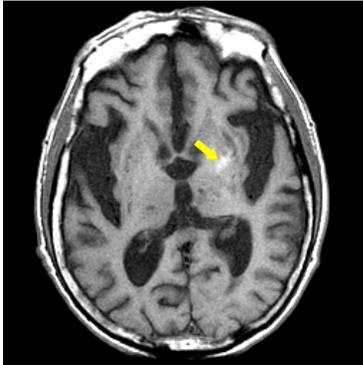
Brain MRI T1 (2019.04.23).
